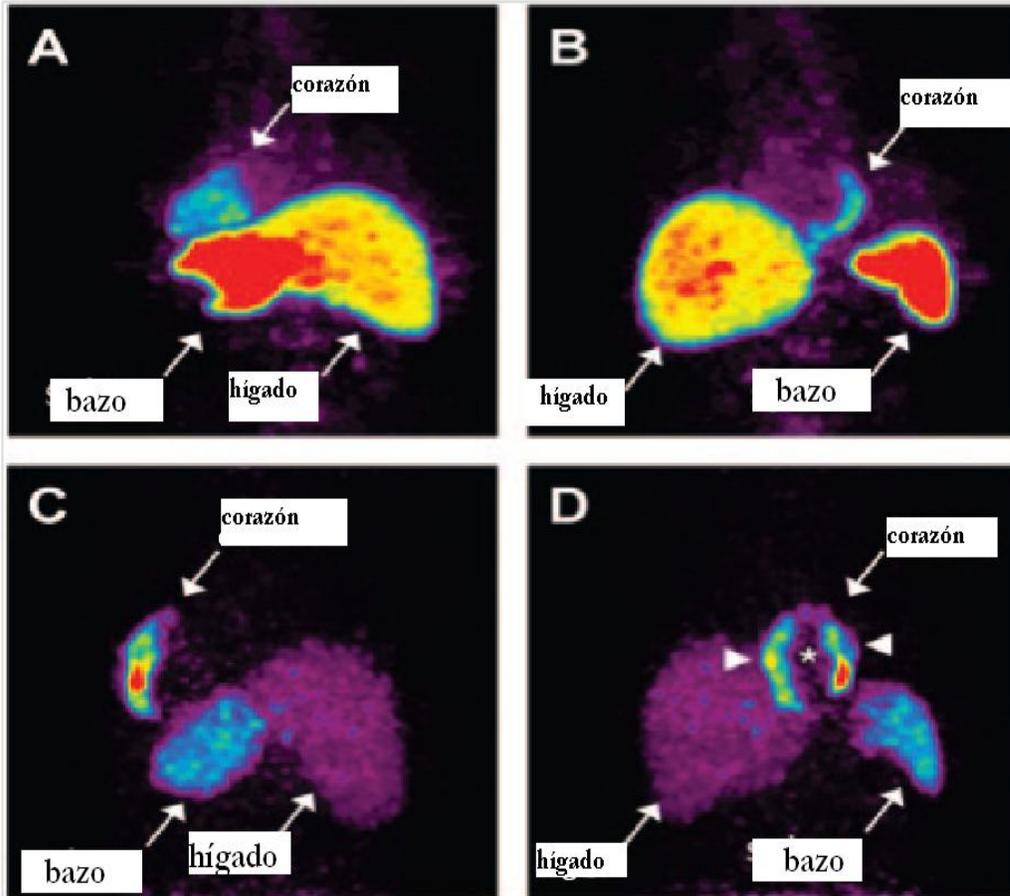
El *homing* miocárdico y la biodistribución de las células marcadas con ^{18}F -FDG. (A) y (B) Imágenes de pecho y abdomen superior de paciente tratado con CMO sin seleccionar en la arteria coronaria circunfleja izquierda, 65 minutos después de la inyección. El *homing* de las CMO es detectable en pared lateral del corazón (zona del infarto y zona cercana al infarto), hígado y bazo. (C) y (D) Imágenes de pecho y abdomen superior de paciente tratado con CMO enriquecidas con CD34, 70 minutos después de la inyección. El *homing* de las células CD34 es detectable en la pared anteroseptal del corazón, pero más prominente en la zona cercana al infarto (puntas de flecha) y no en la zona del infarto (asterisco). [25]
